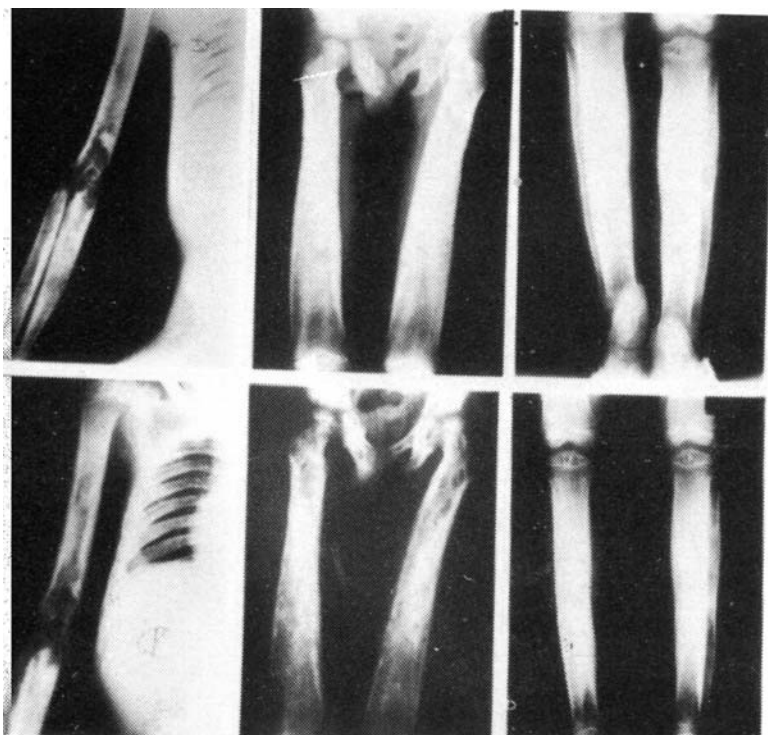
Radiografías AP de extremidad superior derecha, fémures y tibias, antes (arriba) y después (abajo), del tratamiento con calcitonina sintética de salmón.
